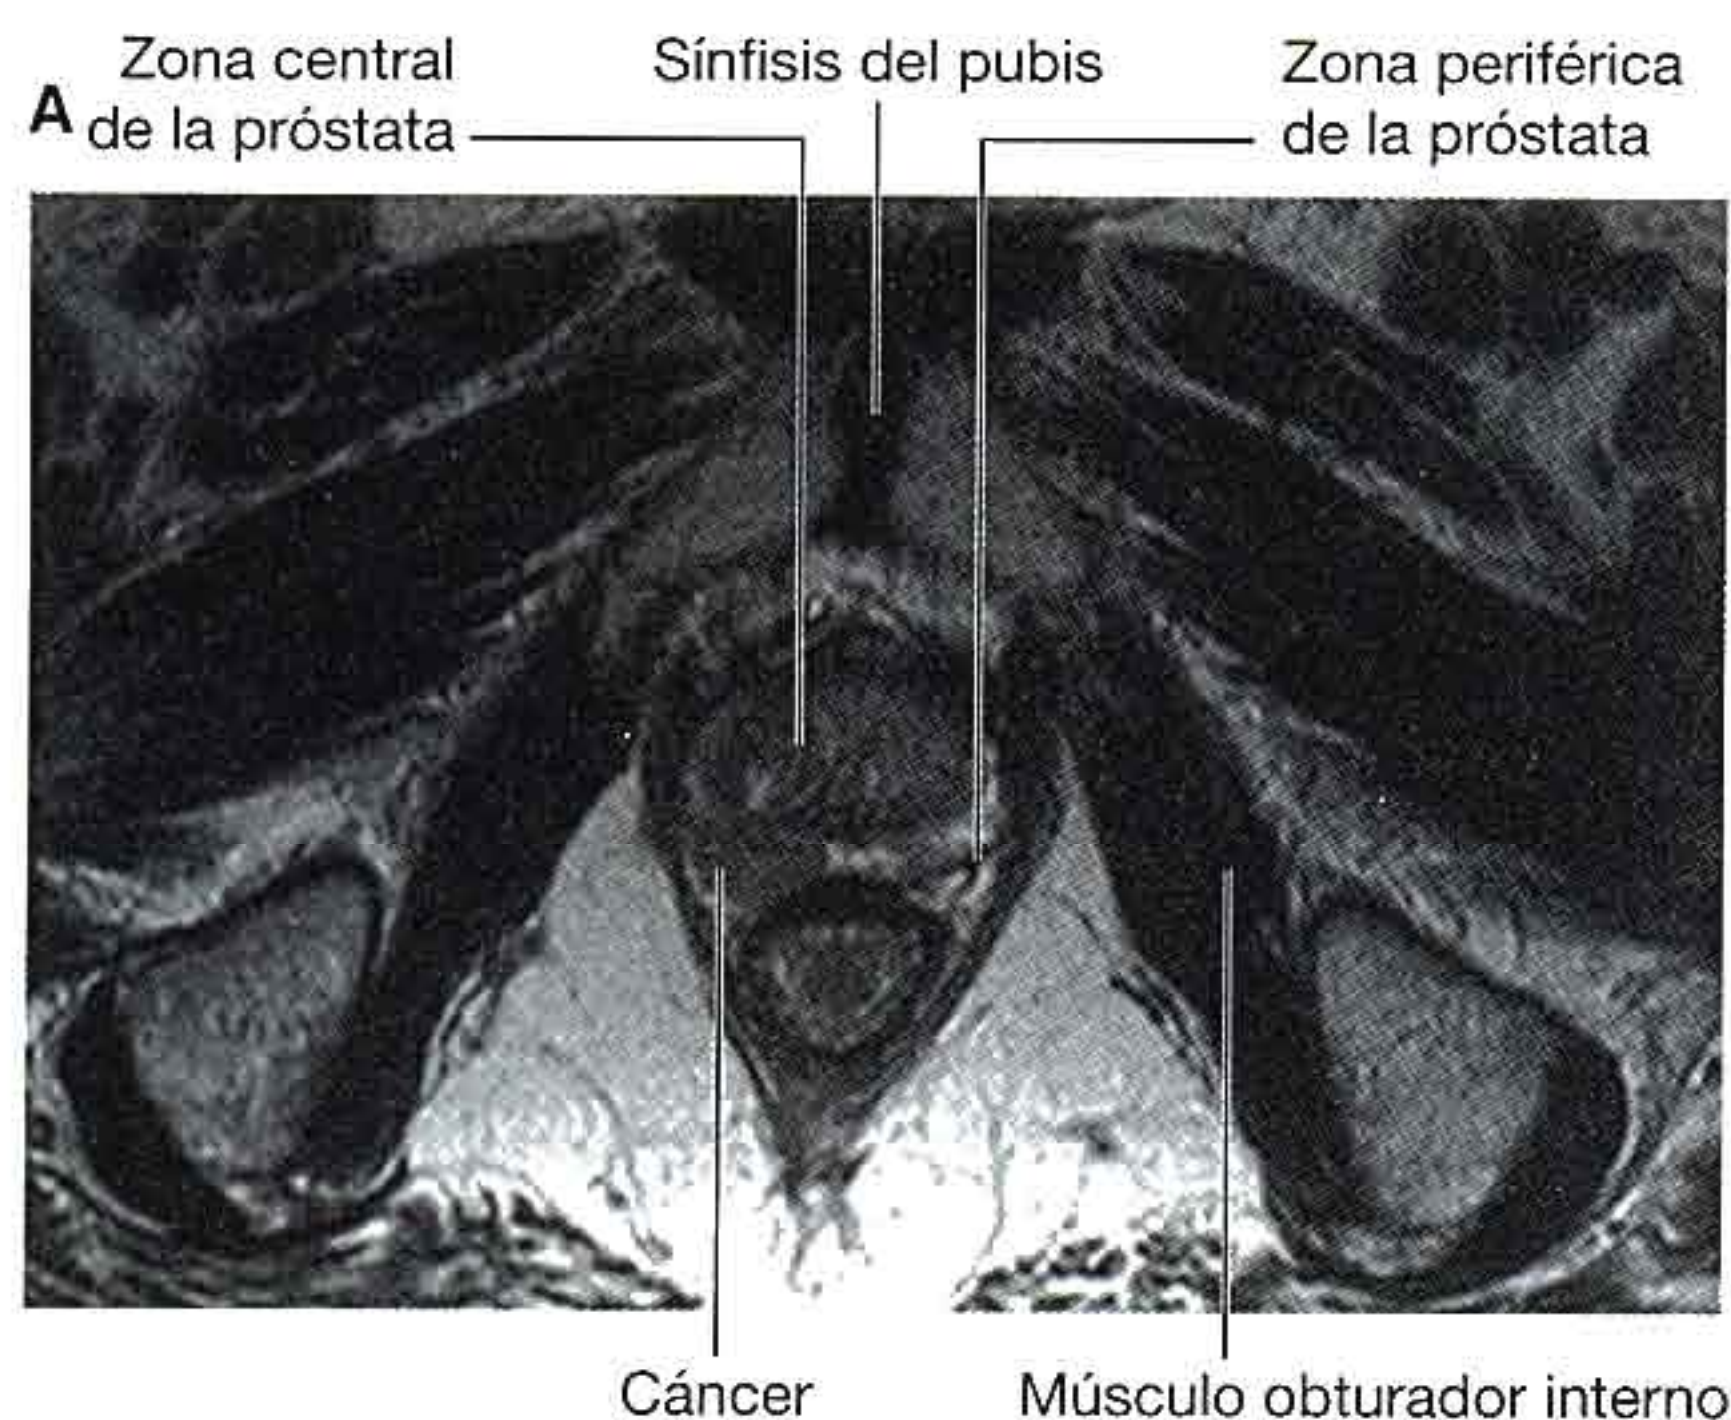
Resonancia magnética axial potenciada en T2 de problemas prostáticos. A. Un pequeño cáncer de próstata en la zona periférica de una próstata de tamaño normal. B. Hipertrofia prostática benigna.
